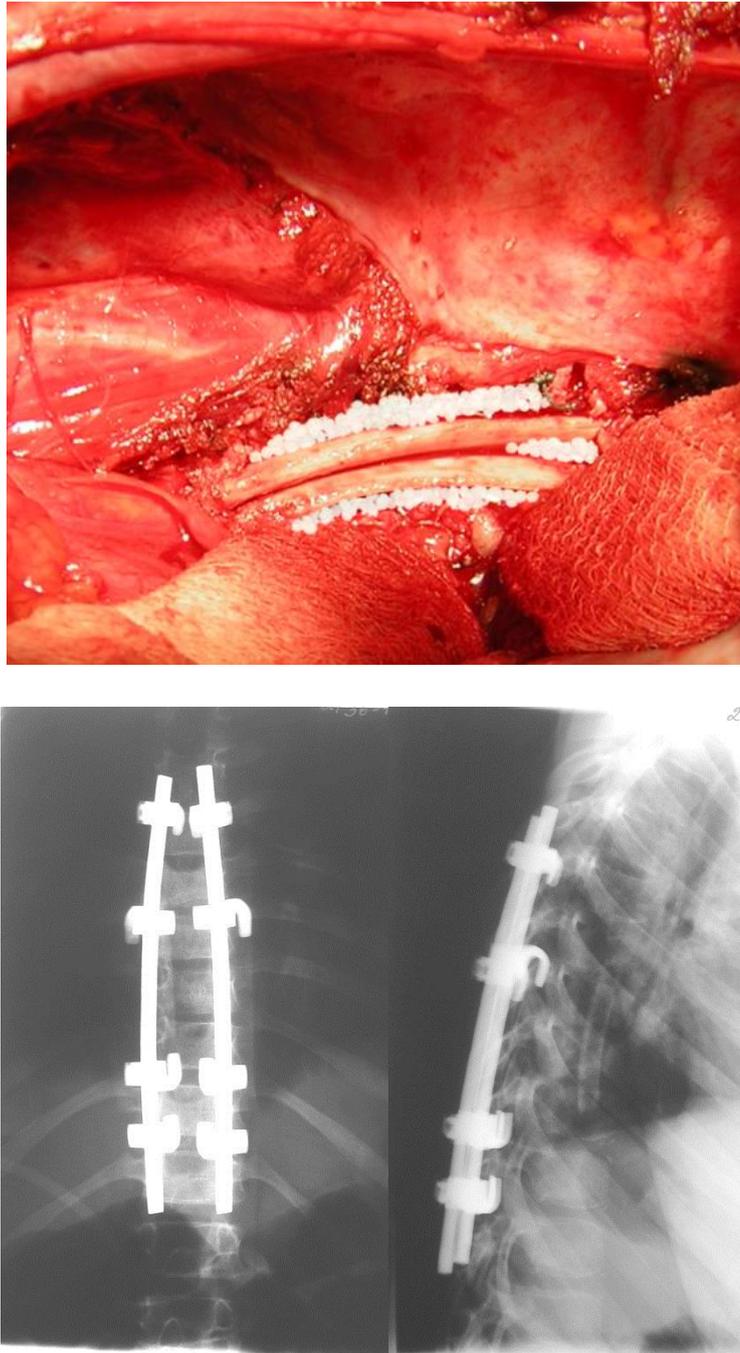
Тот же пациент. Интраоперационный вид – передний спондилодез ауторибром и имплантация гранул "КоллапАна" после санации пораженных позвонков и рентгенограммы после операции.
